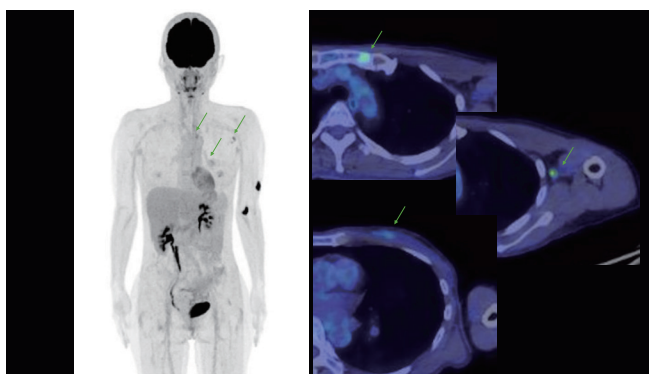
初回 ^{18}F -FDG PET/CT
